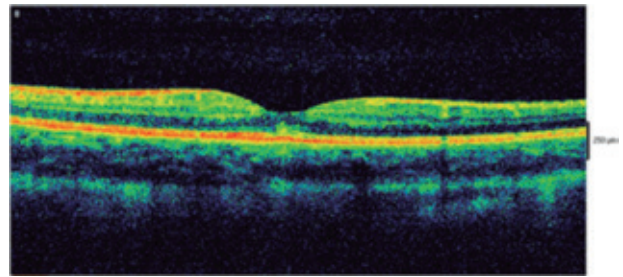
Tomografia de coerência óptica (OCT) de olho direito.
